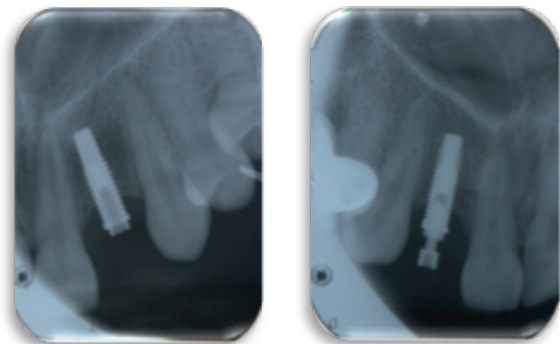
Radiografías de los implante a los 7 meses.
